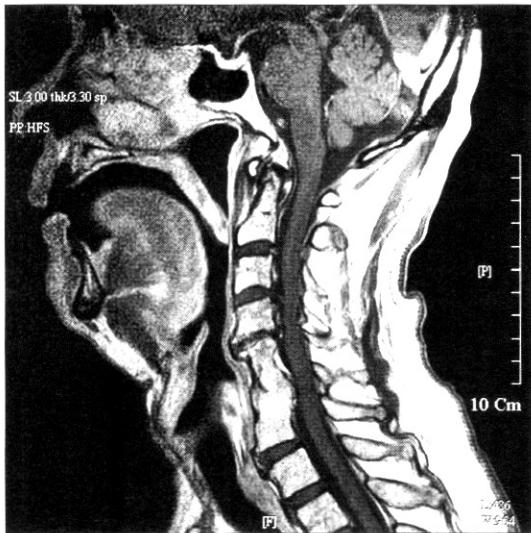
Enhanced T1-weighted MR image shows C3/4/5 spinal stenosis with extruded discs without any contrast enhancement around atlas and axis.
